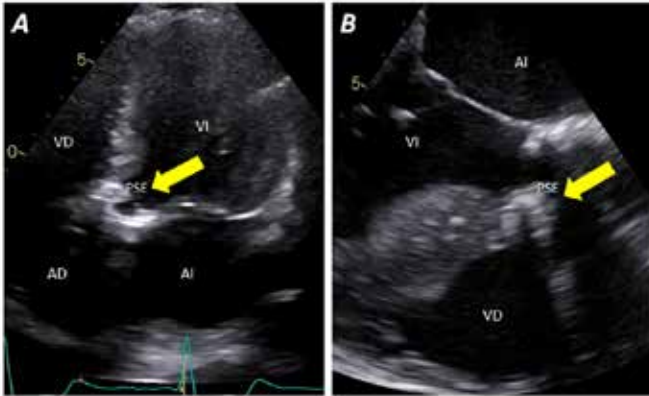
A. AI: atrio izquierdo, AD: atrio derecho, VI: ventrículo izquierdo, VD: ventrículo derecho. B. Ecocardiograma transtorácico, eje apical cinco cámaras, con imagen hiperecogénica correspondiente a la PSE. Fuente: Autores.
